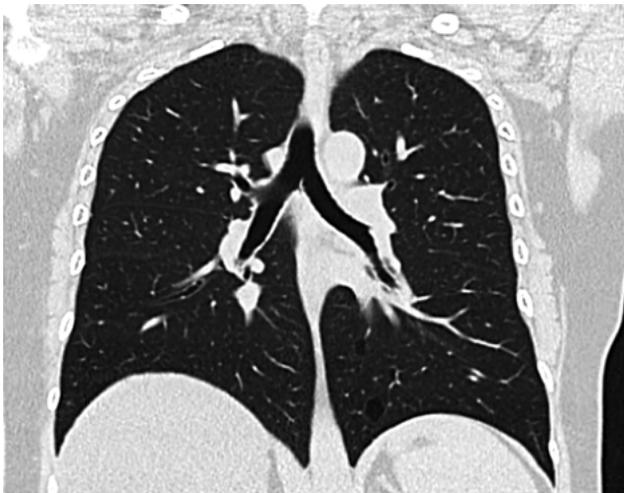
Caso hijo número 7. Tomografía computada de tórax de alta resolución. Reconstrucción coronal en ventana de pulmón. Manifestaciones pulmonares.
